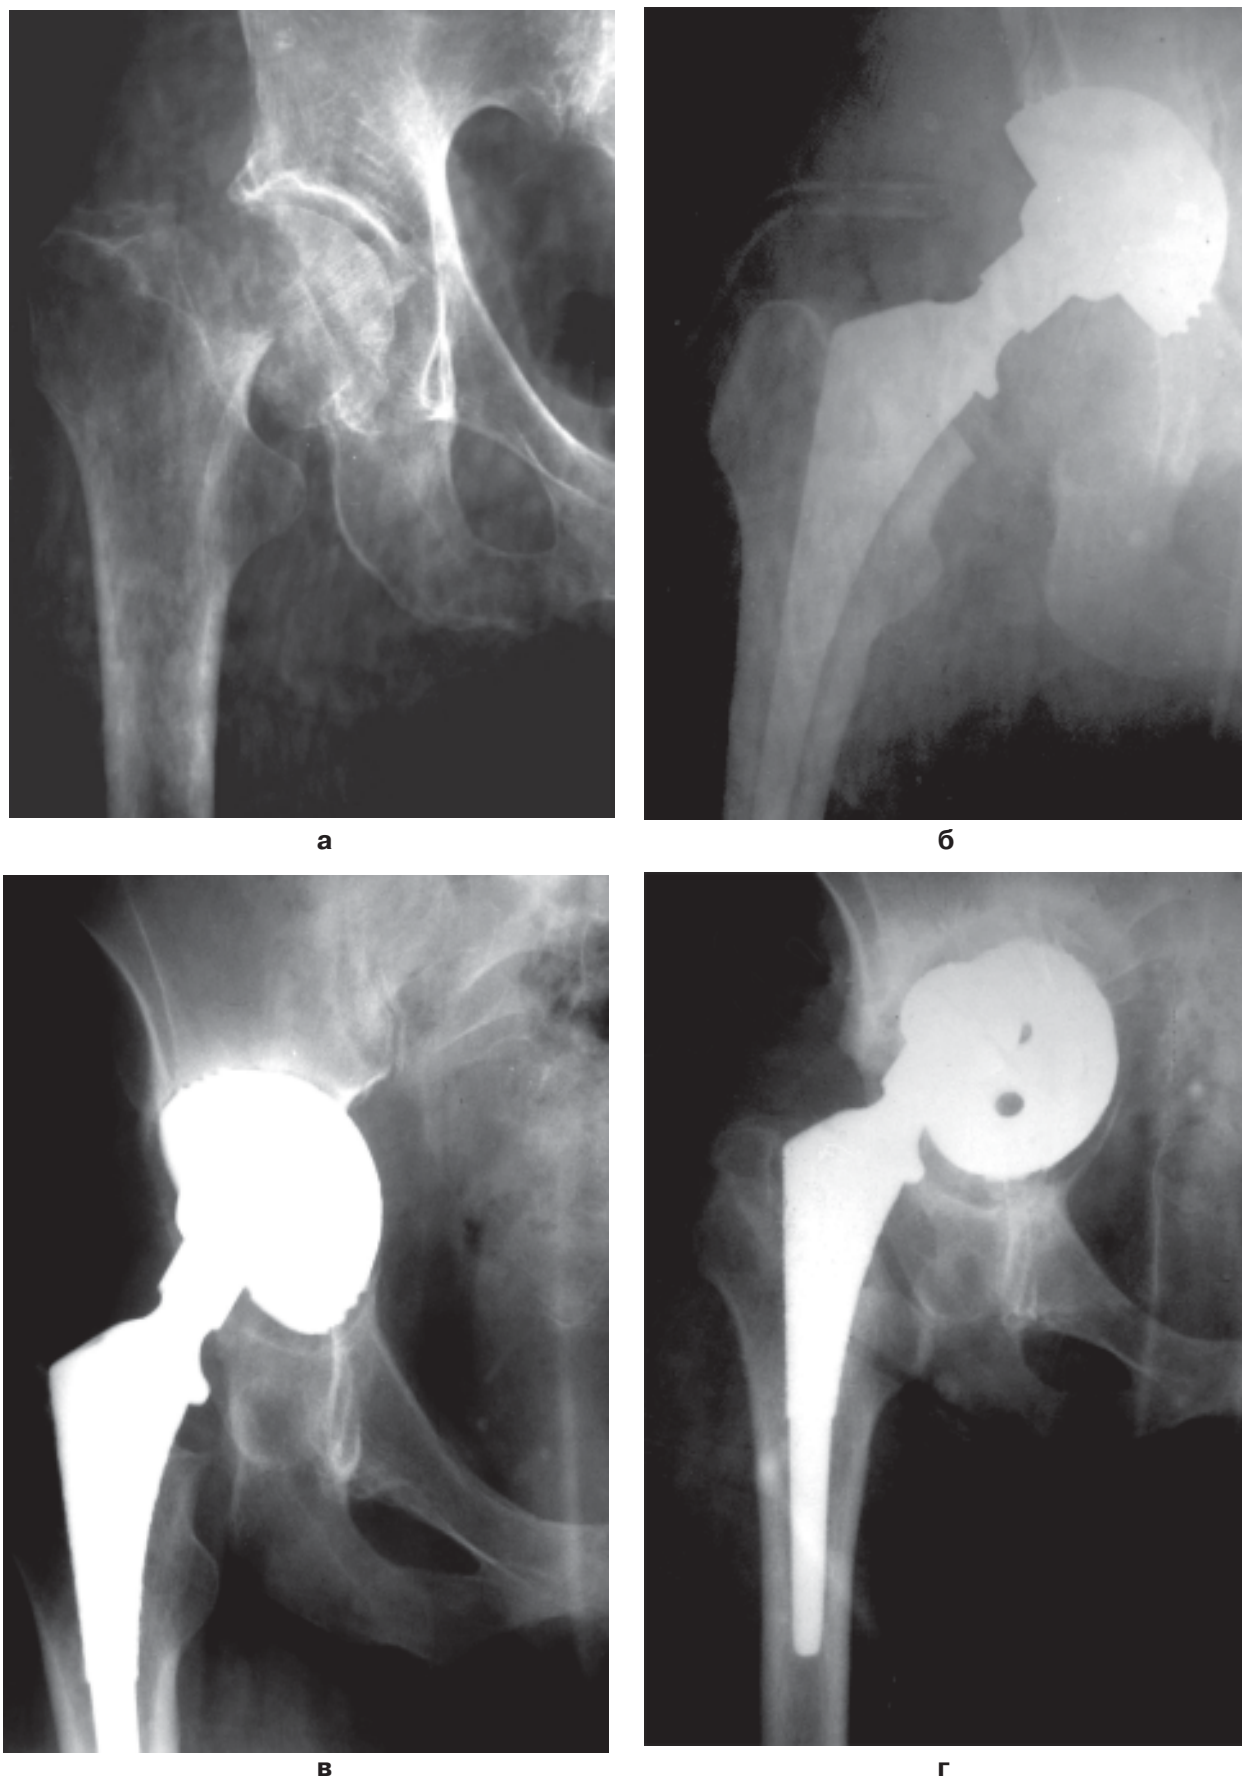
Фоторентгенограмма больной А., 48 лет (а, б, в, г). Протрузия головки на почве перфорации вертлужной впадины.
